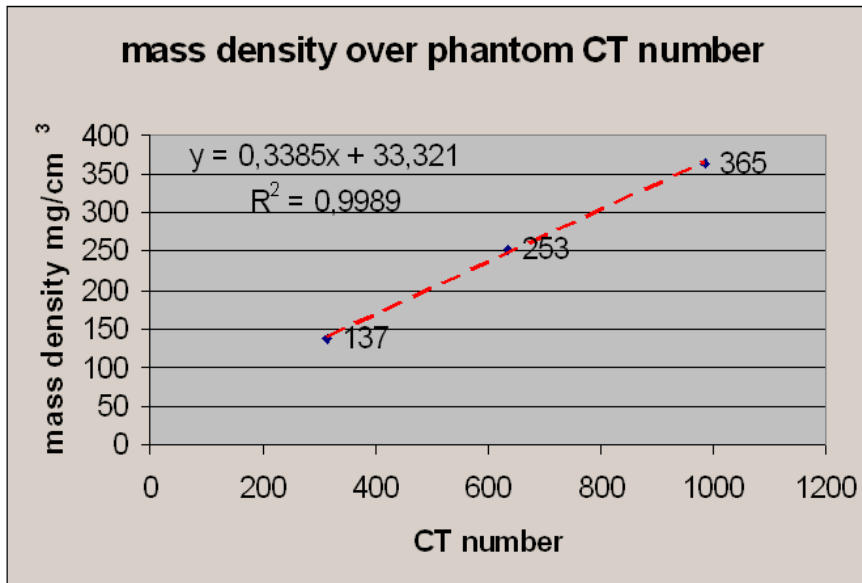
Umrechnungsgraphik HU (CT number) in Massendichte (mass density) (Kluever 2007, S. 32)
